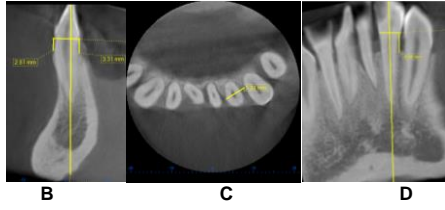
Tomografía inicial diente 32(D) A fotografía extraoral. B. Corte Sagital. C. Corte basal (sentido MD). D. Corte coronal.
